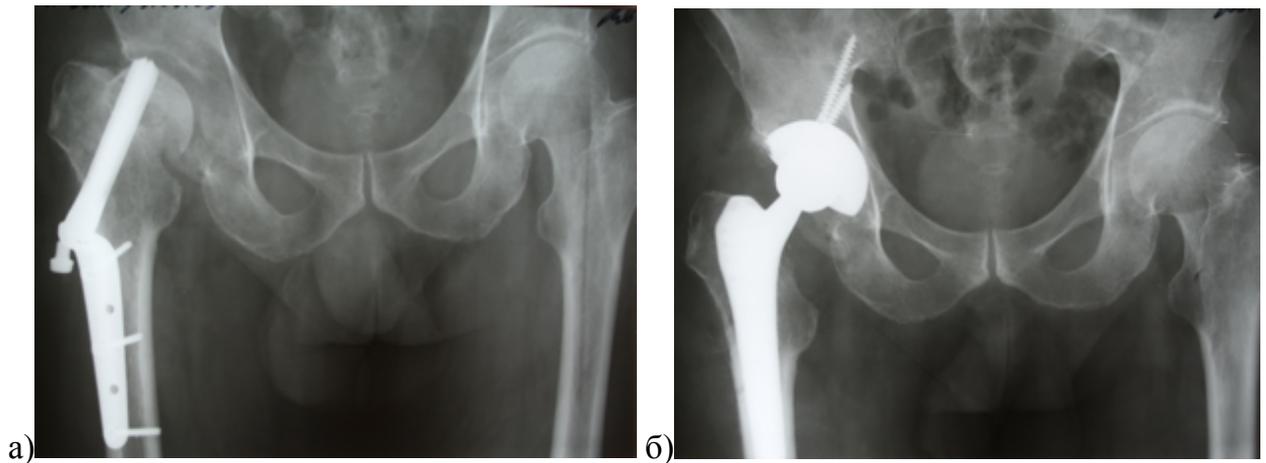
Рентгенограммы таза пациента 59 лет с несросшимся переломом шейки бедренной кости и перфорацией головки трехлопастным гвоздем: а) пенетрировавший головку гвоздь сформировал передне-верхний дефект вертлужной впадины; б) установка бесцементного вертлужного компонента чуть выше анатомической позиции для лучшего контакта с костным ложем и дополнительной фиксацией винтами
